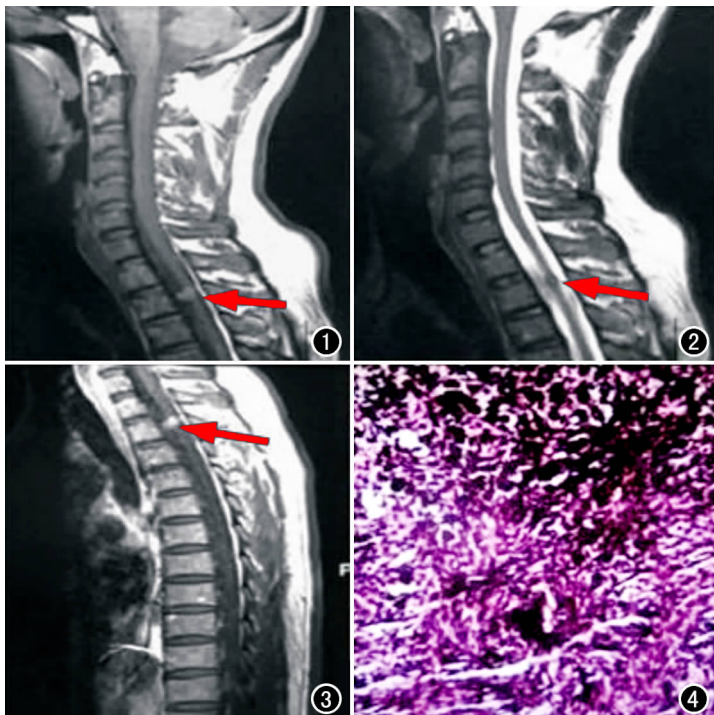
MRI平扫矢状面T₁WI,示胸₂平面椎管内一结节状高信号影(箭)。图2 平扫矢状面T₂WI,示结节状低信号影(箭)。
